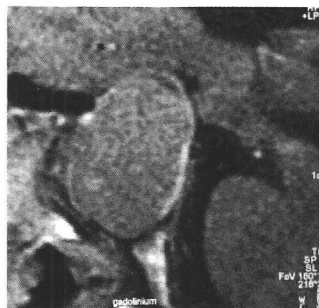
RMN hypophysaire démontrant un macroadénome somatotrope avant et après traitement par analogues de la somatostatine (16).
